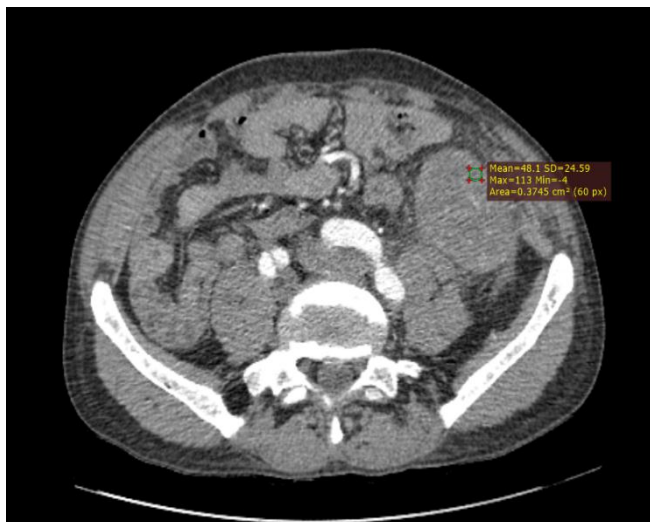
КТ трансплантированной почки в артериальную фазу.
